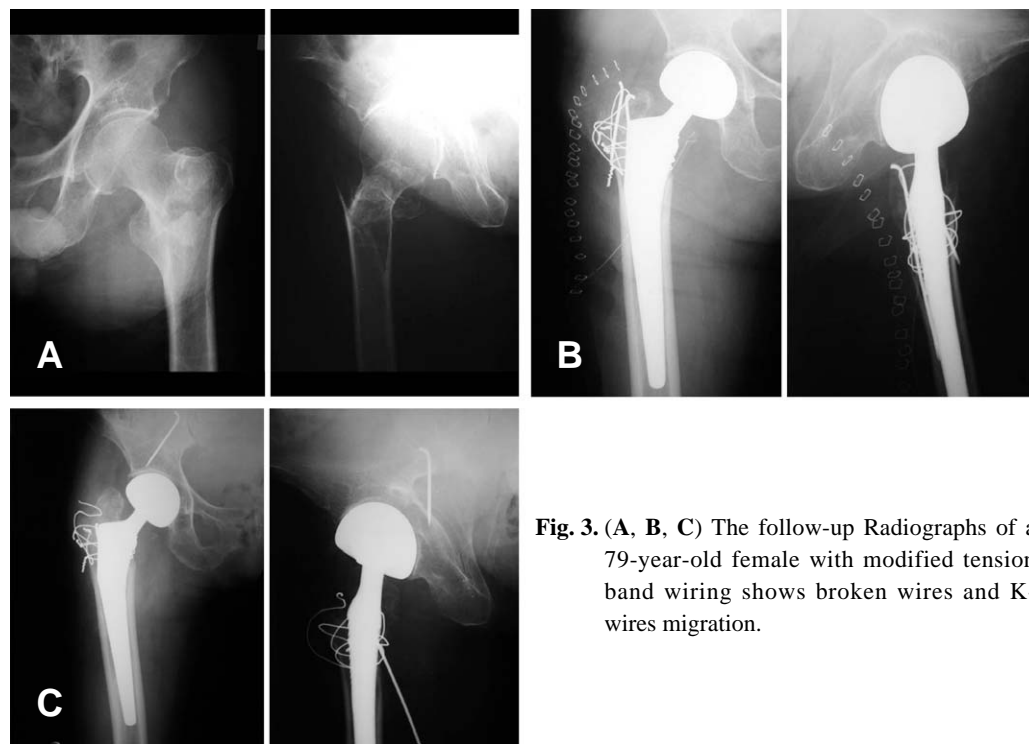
(A, B, C) The follow-up Radiographs of a 79-year-old female with modified tension band wiring shows broken wires and K-wires migration.
